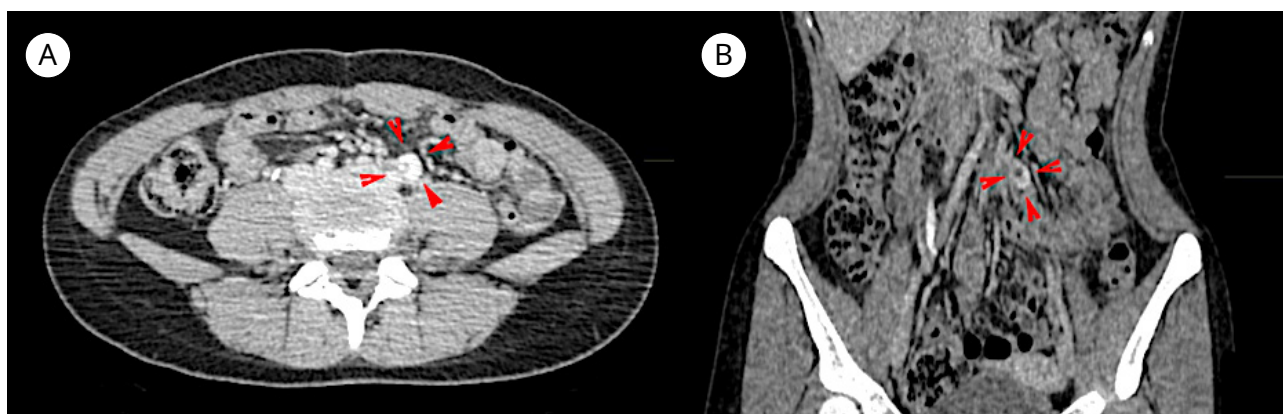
Компьютерная томограмма дистопированной и гипоплазированной левой почки: А — горизонтальный срез; В — фронтальный срез
